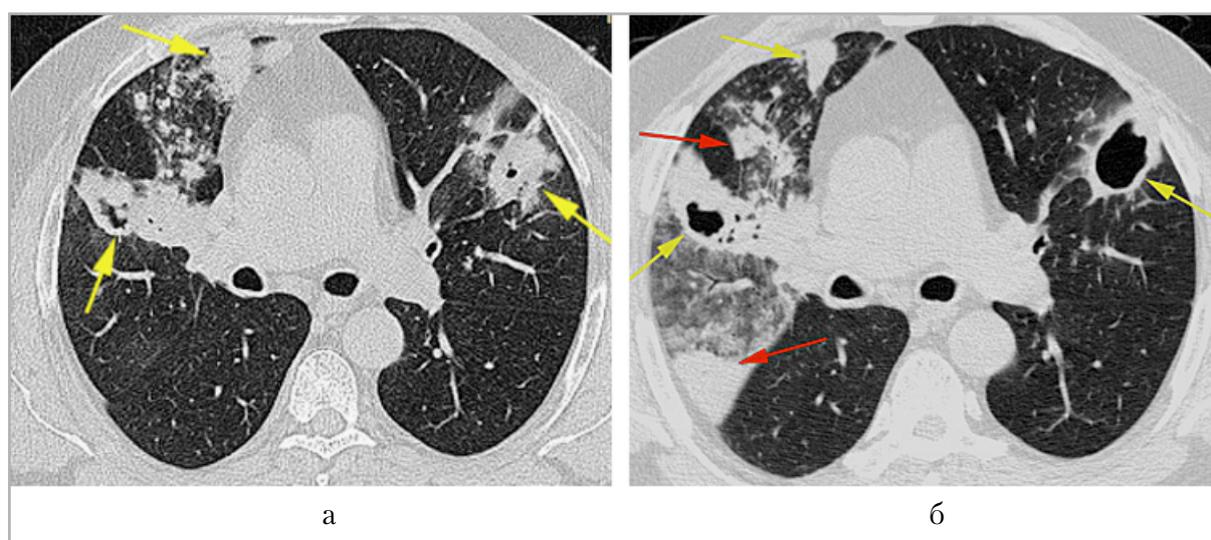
Компьютерные томограммы ОГП в аксиальной проекции: *а* — при поступлении пациента; *б* — перед выпиской из стационара: при сопоставлении исследований отмечается появление новых участков консолидации легочной ткани и очагов в легких с двух сторон (*красные стрелки*)
